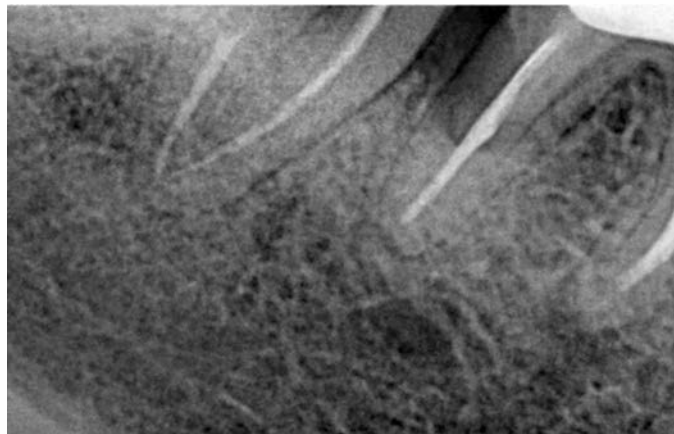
Прицільний внутрішньоротовий рентгенівський знімок пацієнтки К., 43 роки контроль ендодонтичного лікування хронічного апікального періодонтиту зуба 4.6 через 7 місяців
